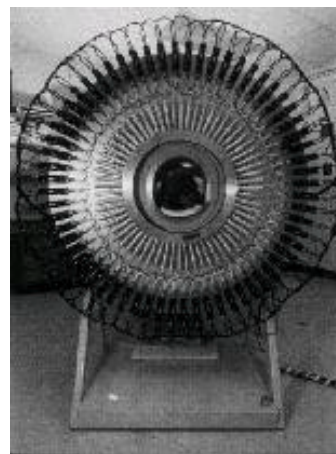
Primer tomógrafo PET construido usando BGO.
